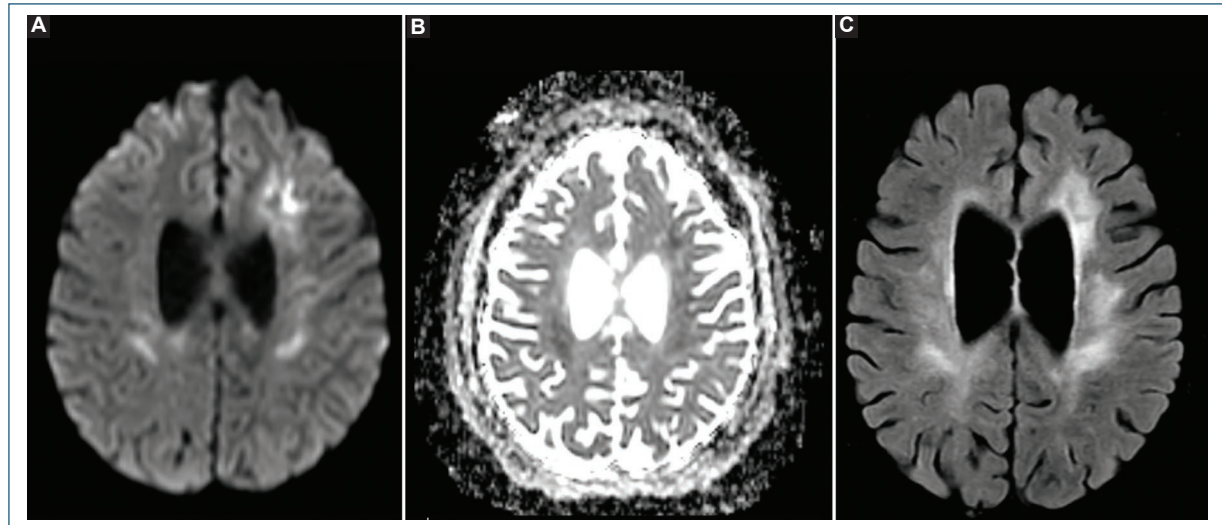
Resonancia magnética cerebral en la cual se aprecian áreas de infarto en diferentes estadios agudos y crónicos. A: imagen axial con secuencia de difusión (DWI) en la cual se aprecia restricción a la difusión en la región frontal izquierda y parietal derecha. B: imagen axial del coeficiente aparente de difusión (ADC) confirmado las áreas de restricción. C: imagen axial con secuencia de recuperación de inversión de atenuación por líquido (FLAIR) en la que se aprecian adicionalmente infartos antiguos en la región frontal izquierda.
